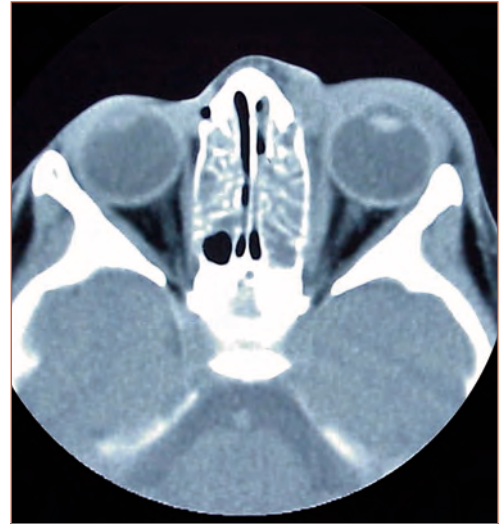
TC mostrando rino-sinusopatia etmoidal com edema palpebral.
